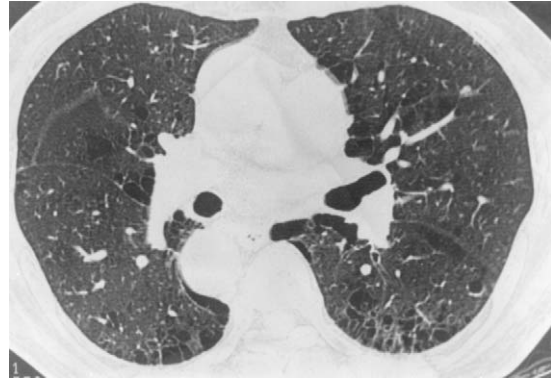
High resolution CT scan at the 2nd week after symptom onset shows completely improvement of lesion except centrilobular emphysema and bullae.
